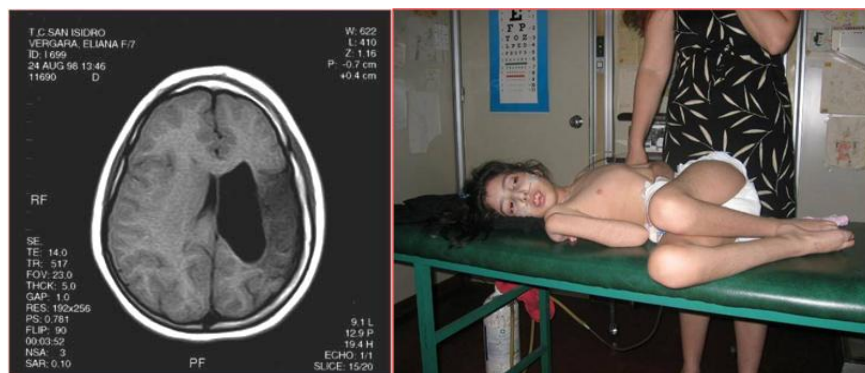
Lesión isquémica periventricular en hemisferio izquierdo, en una paciente con severo cuadro de hipertonicidad y espasticidad y RM moderado
